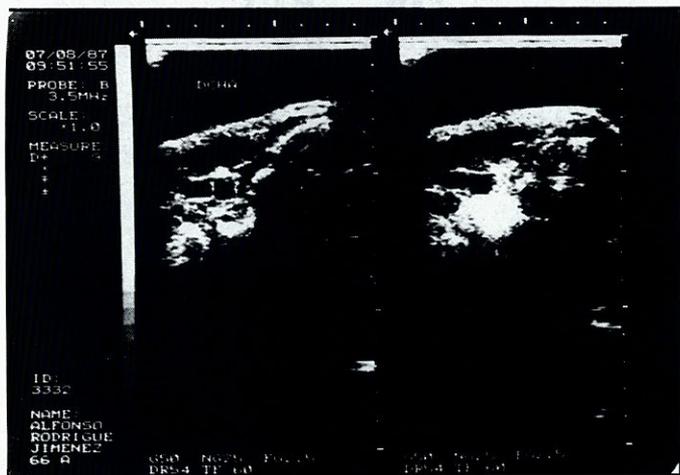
Imagen Axial de una ecografía cervical normal visualizándose carótida y yugular.
